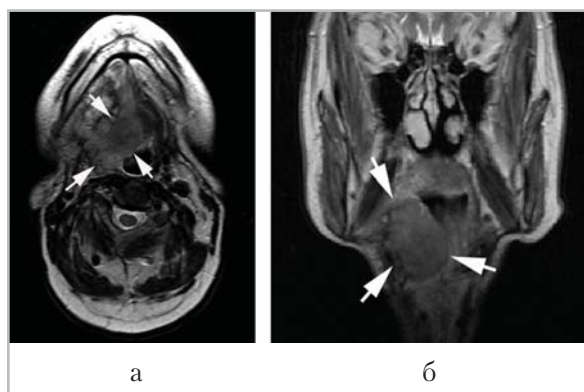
Магнитно-резонансные томограммы полости рта, ротоглотки в аксиальной (а) и коронарной (б) проекциях. Рак языка с распространением на дно полости рта, правую боковую стенку ротоглотки, T4N1M0 (стрелки)
